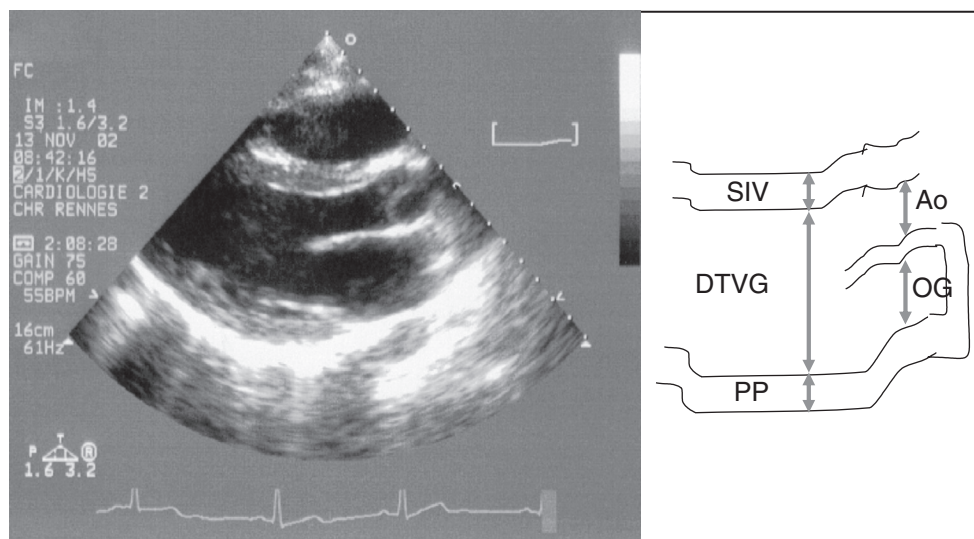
Vue parasternale en échocardiographie avec mesure des diamètres du ventricule gauche (DTV), de l'aorte (Ao) et de l'oreillette gauche (OG) et des épaisseurs du septum interventriculaire (SIV) et de la paroi postérieure du ventricule gauche (PP).
